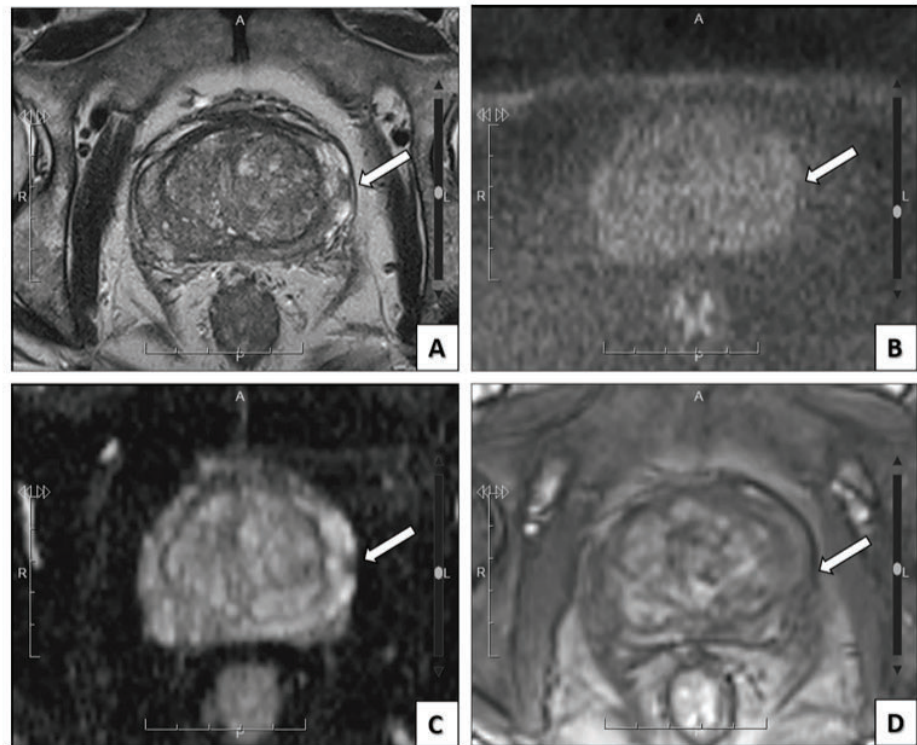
PIRADS 3 lesion after DCE assessment. 69-year-old man with elevated PSA undergoing mpMRI. a Axial T2-WI shows a nodule of decreased T2 signal within the left peripheral zone (arrow). b DWI ($b1400 \text{ s/mm}^2$) and c the corresponding ADC map demonstrate isointensity and focal mild decreased signal (arrow), respectively, in that area, classifying the lesion as PIRADS 3. d Early DCE image does not show focal or early contrast enhancement, and therefore, the lesion remained classified as PIRADS 3
